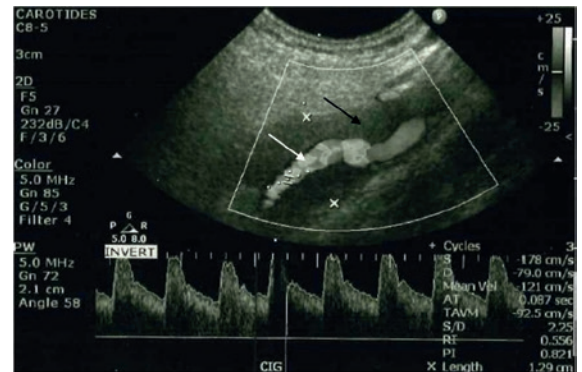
Image ultrason avec thrombus carotidien circonférentiel avec suspicion de dissection carotidienne.
